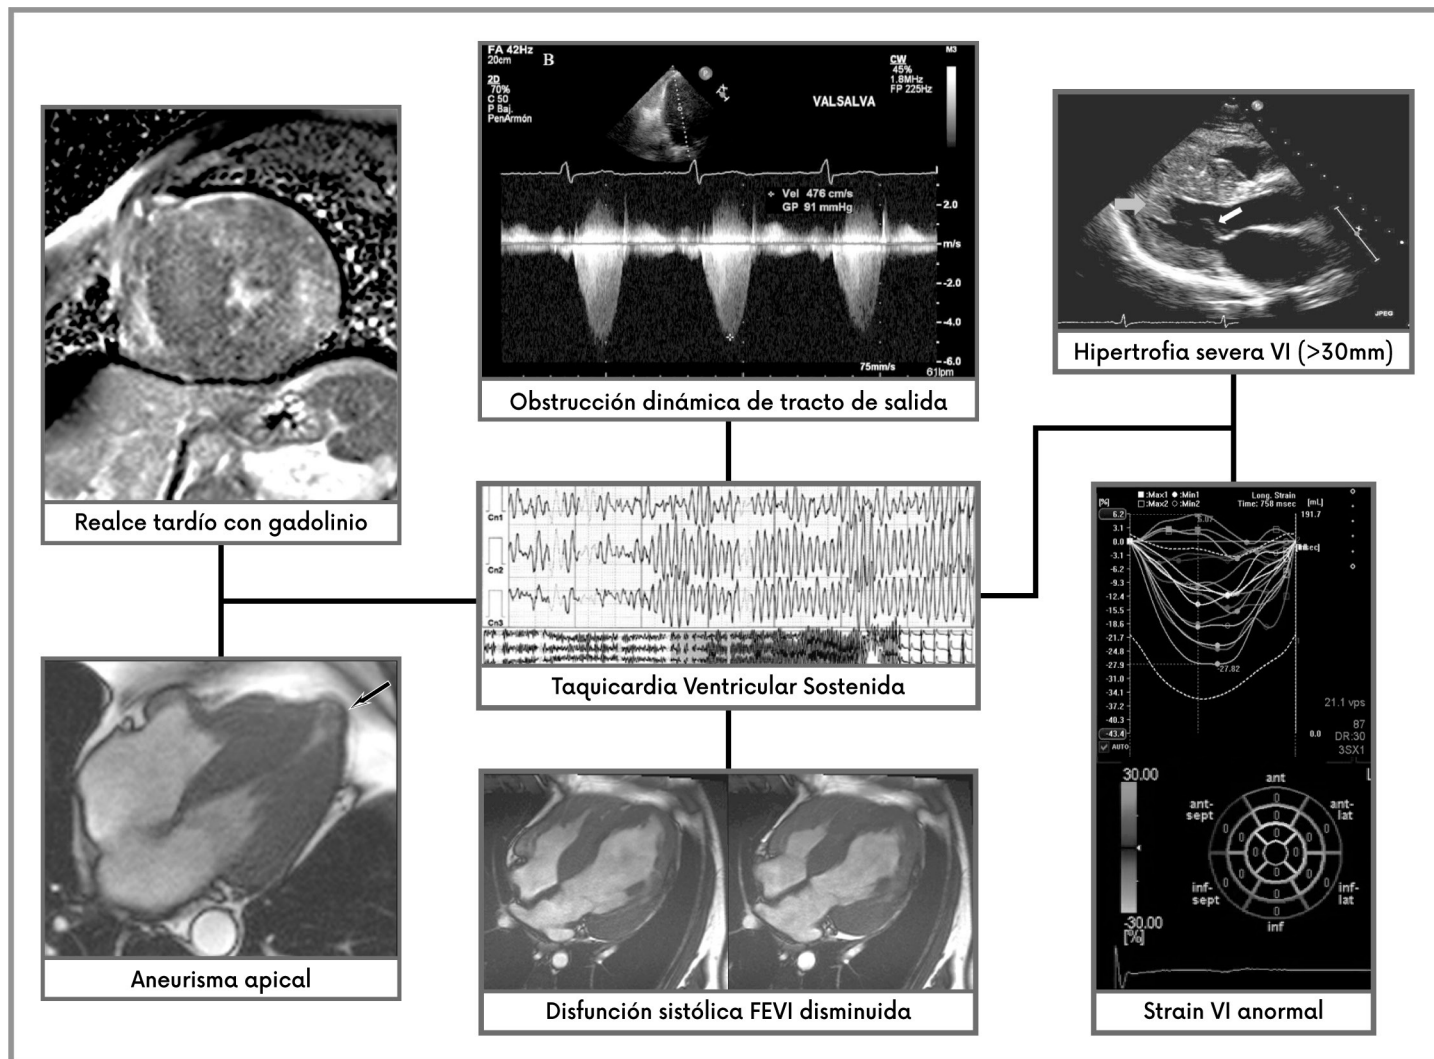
La sumatoria de varios métodos de diagnóstico y evaluación empleados para la estratificación de riesgo en el paciente con Miocardiopatía Hipertrófica, puede permitir tener un panorama más amplio del nivel de riesgo de Muerte súbita en un paciente en particular. Imágenes de RMC y Ecocardiograma cortesía Dra. Aloha Meave González y Dra. Ma. Eugenia Ruiz Esparza Dueñas respectivamente.
